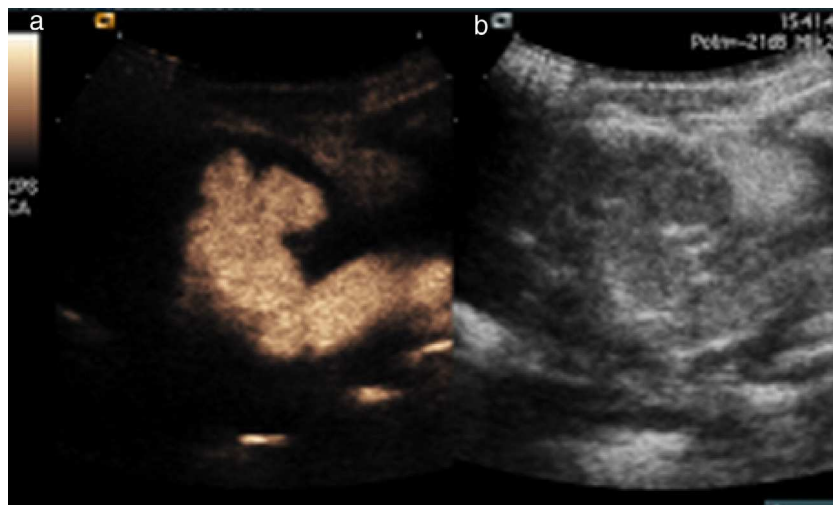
A) Imagen específica de armónicos con contraste de un riñón con un RVU grado III-IV. B) Ecografía fundamental o en modo B de un riñón con un RVU grado III-IV.
